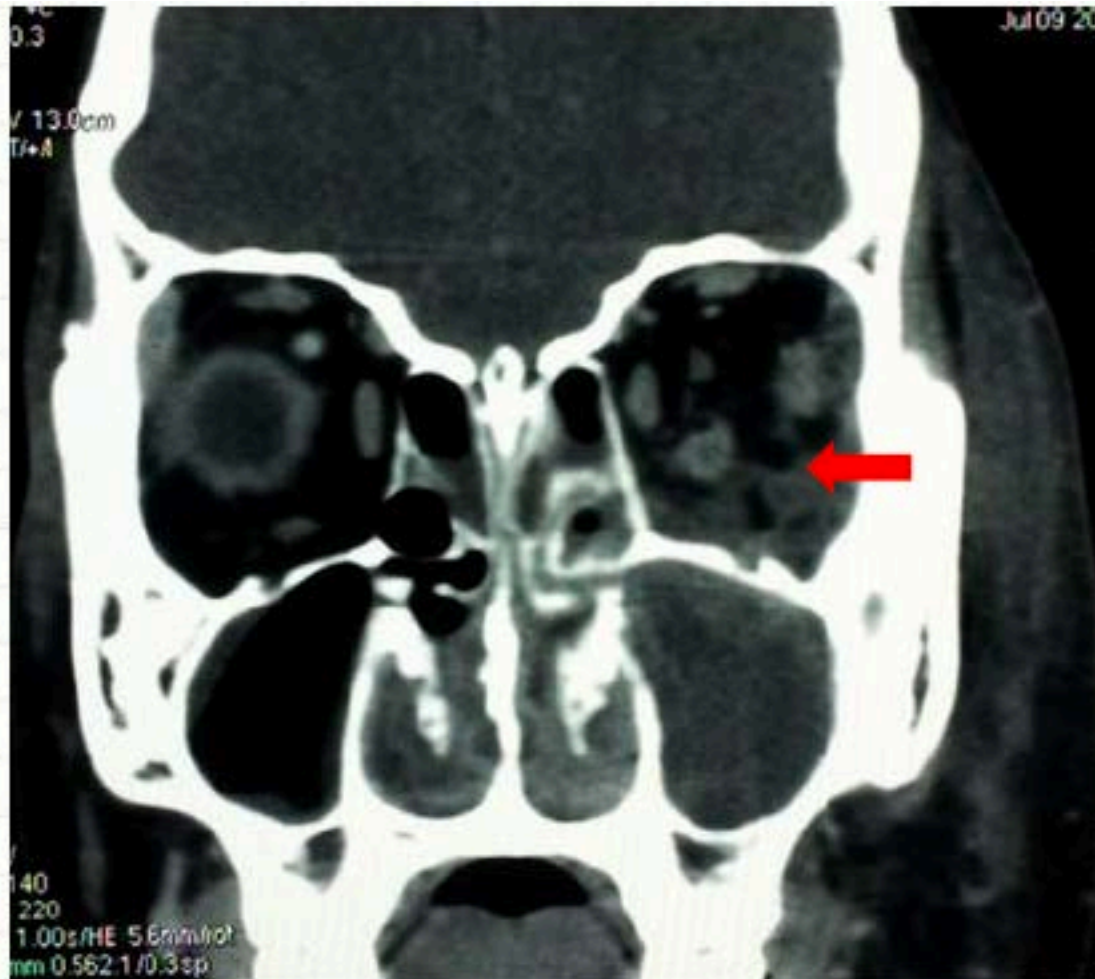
TDM du massif facial en coupe coronale : cellulite de la graisse extraconique (←) (stade II de Chandler) compliquant une sinusite ethmoïdo-maxillaire
